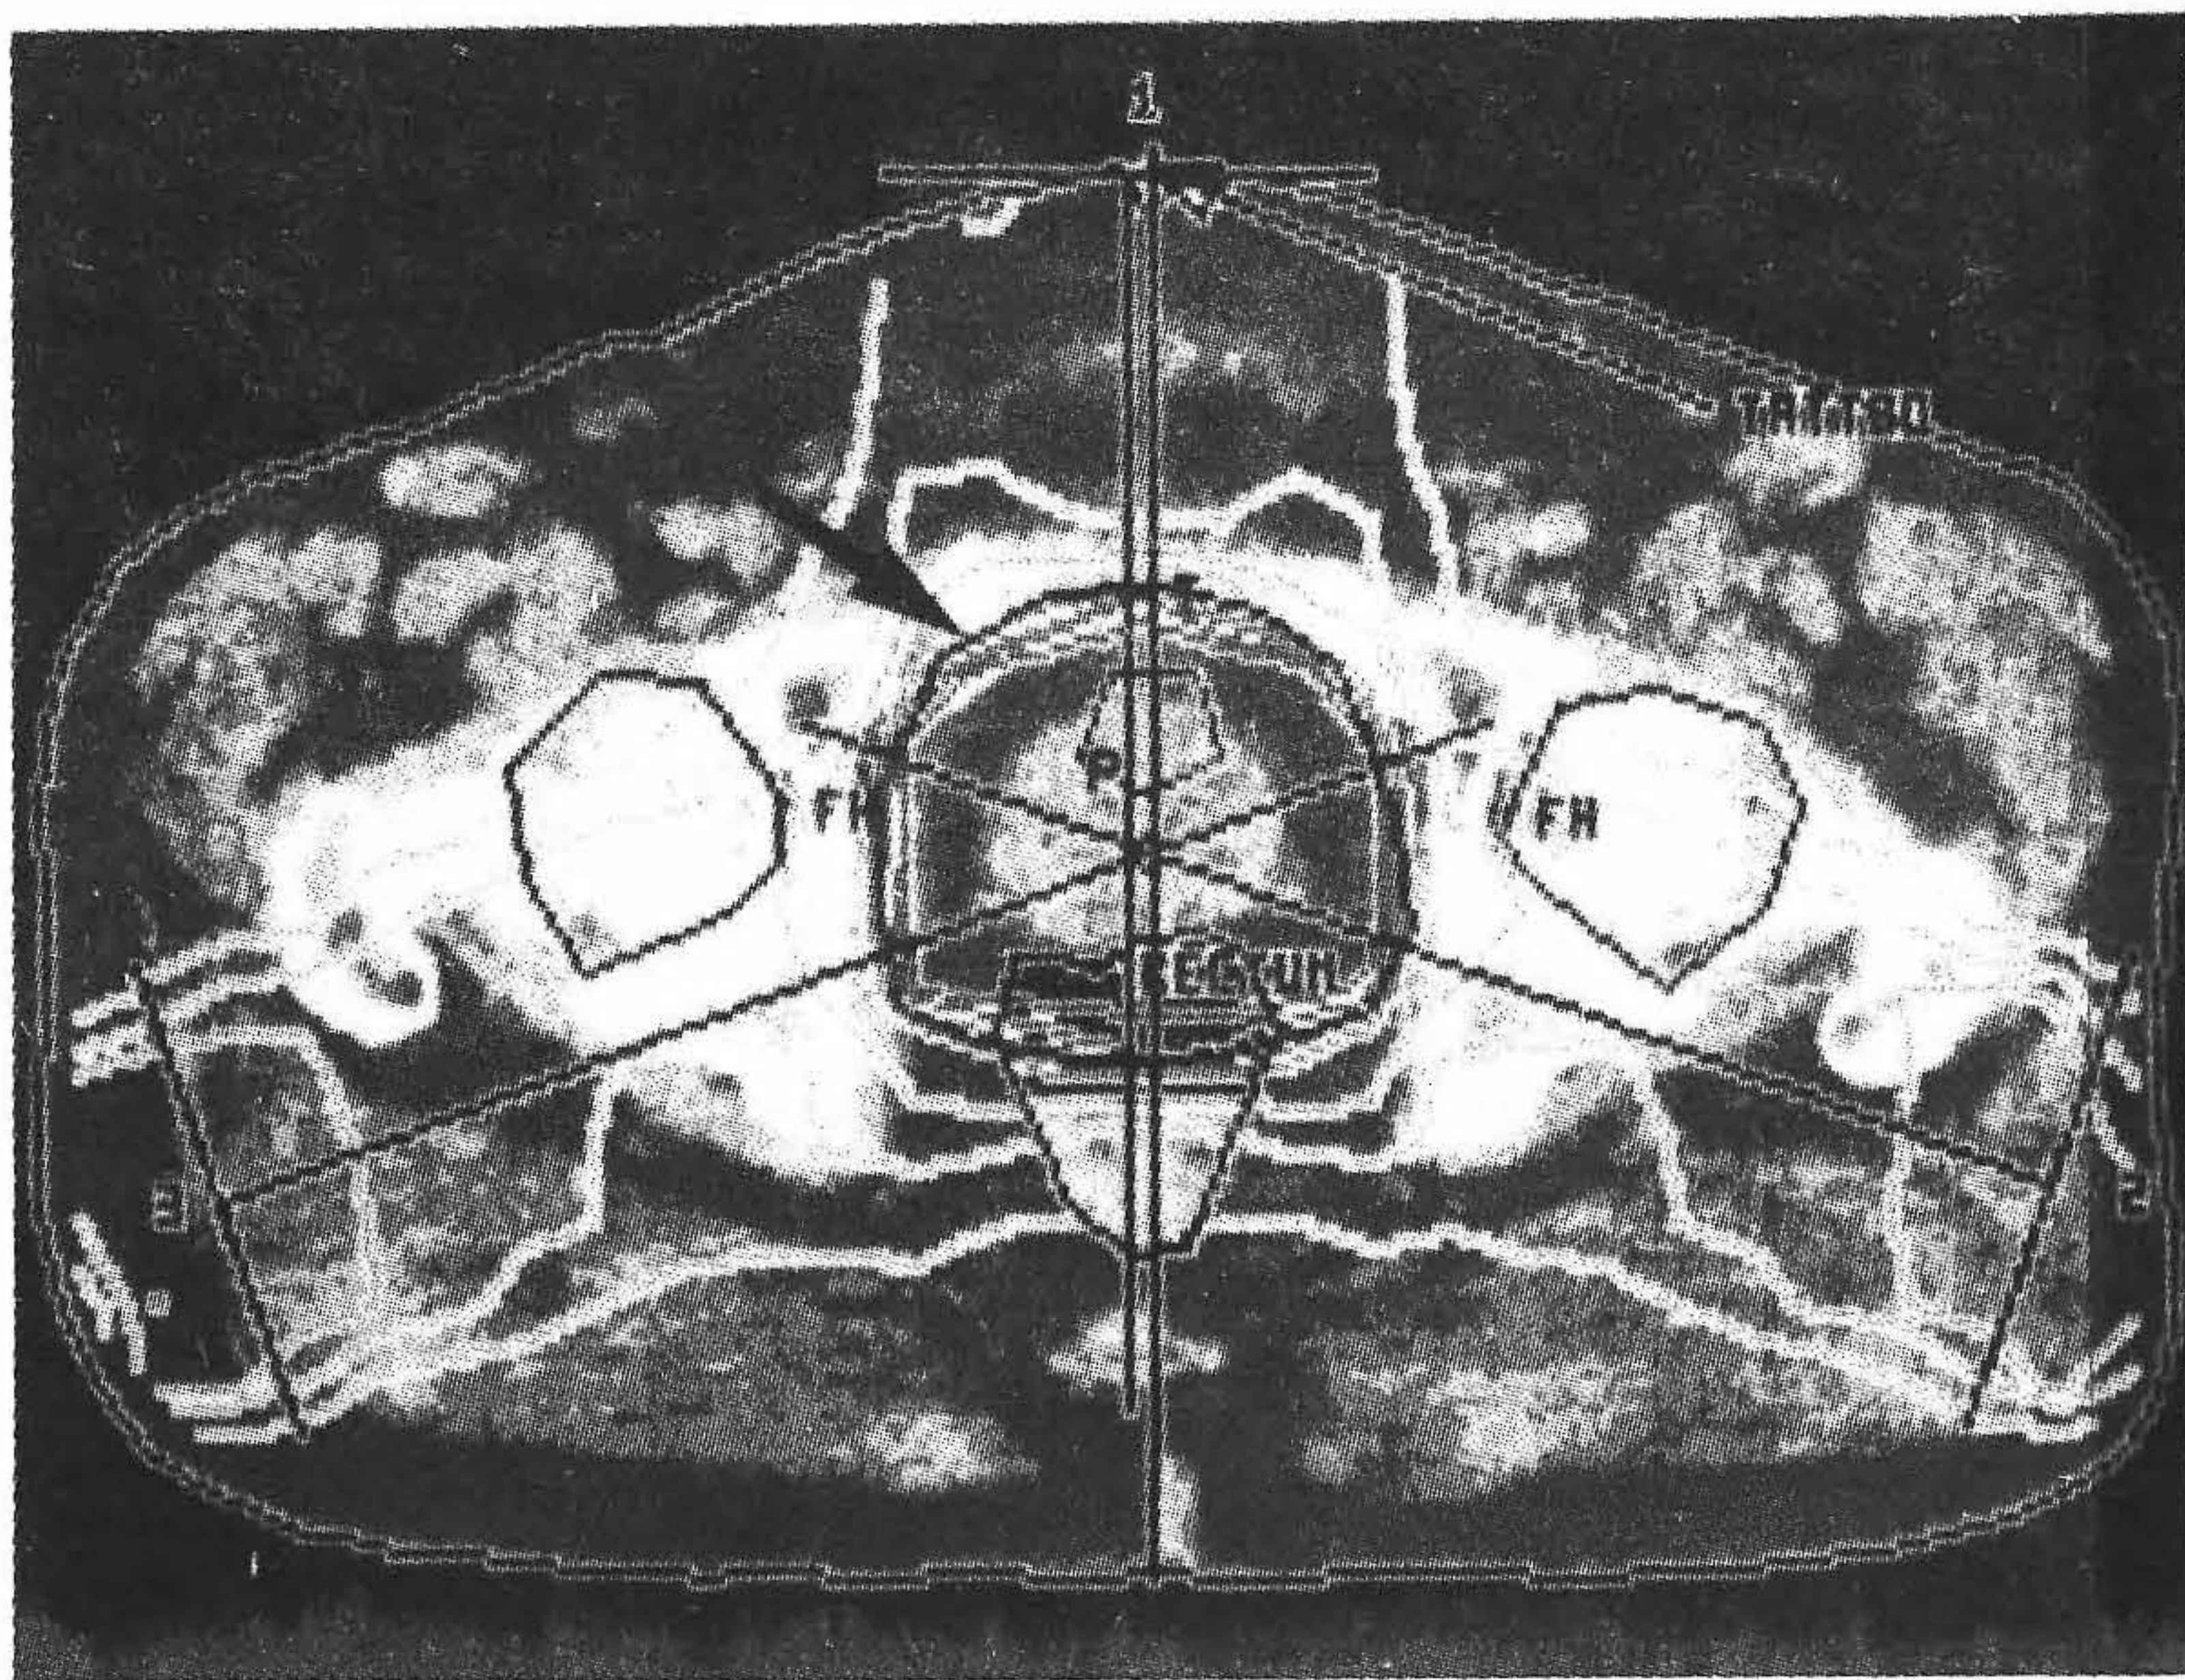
Планирование лучевой терапии при лечении опухоли предстательной железы под контролем КТ. Стрелкой указан облучаемый объем.
